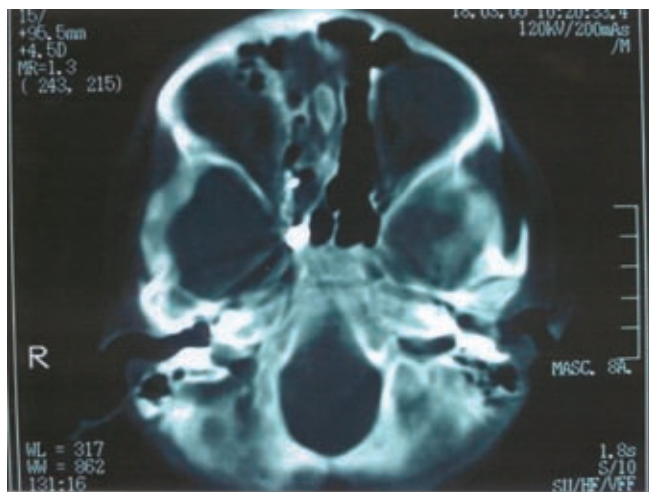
Tomografía axial de cráneo que muestra el proyectil en los senos paranasales.
